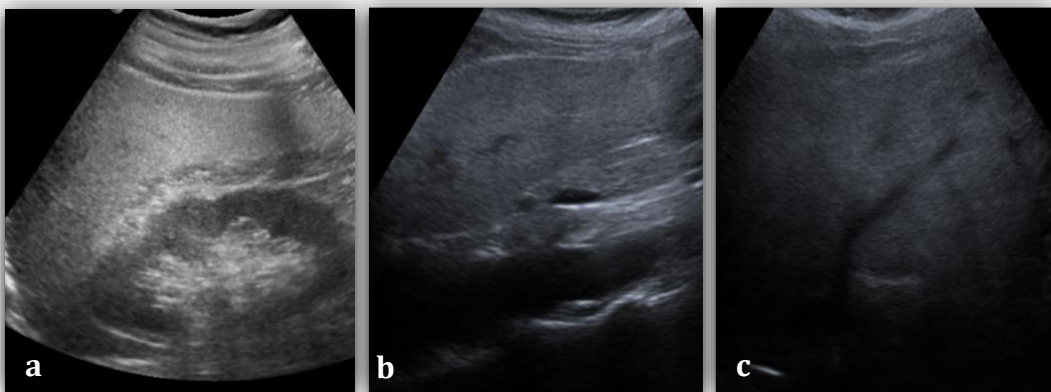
Esteatosis hepática en imágenes de ecografía en modo-B. a) y b): aumento de la ecogenicidad del hígado en grado moderado, c): marcada hiperecogenicidad del parénquima hepático con escasa visualización de los vasos y del diafragma.
